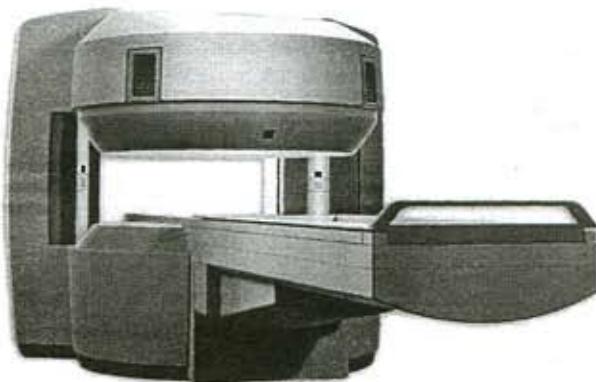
Магнитно-резонансный томограф для всего тела «АМИКО»
